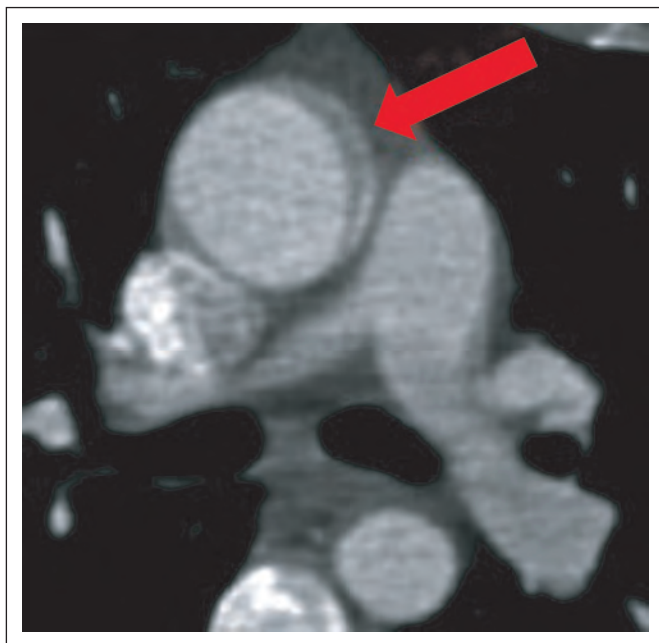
CT-Angiographie: Aorta ascendens mit fraglicher Dissektionslamelle (Pfeil).
